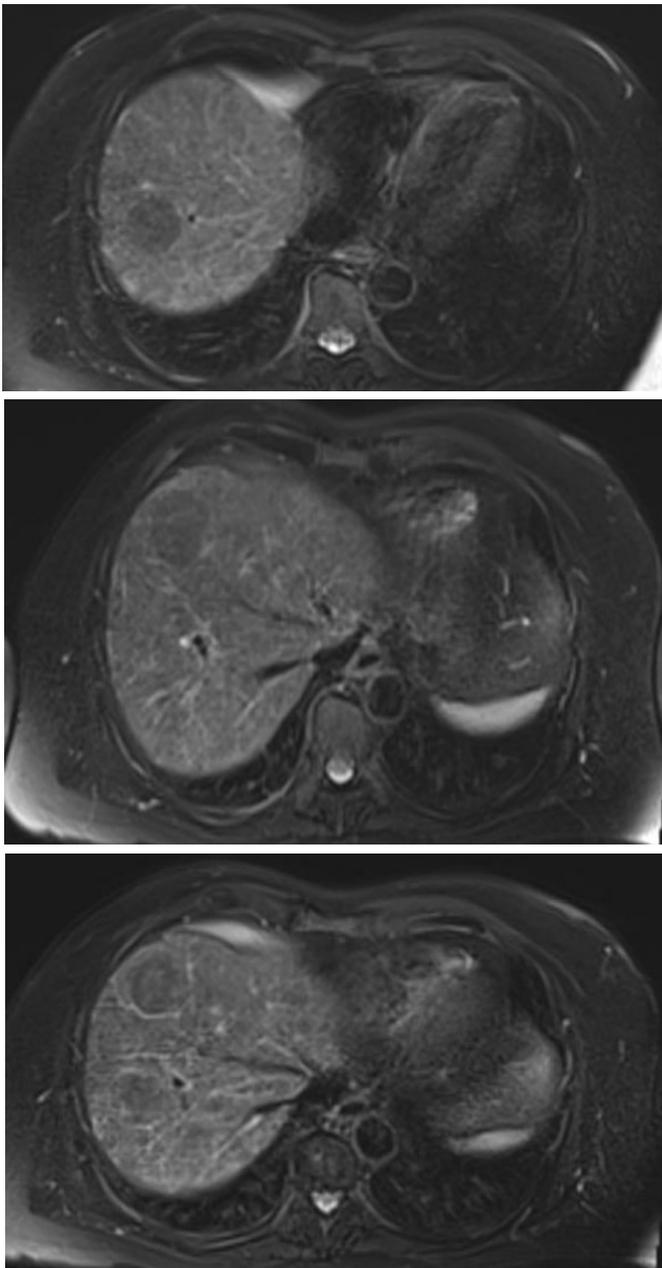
a, b, c. Resonancia de abdomen. Corte axial, en secuencias T2.
